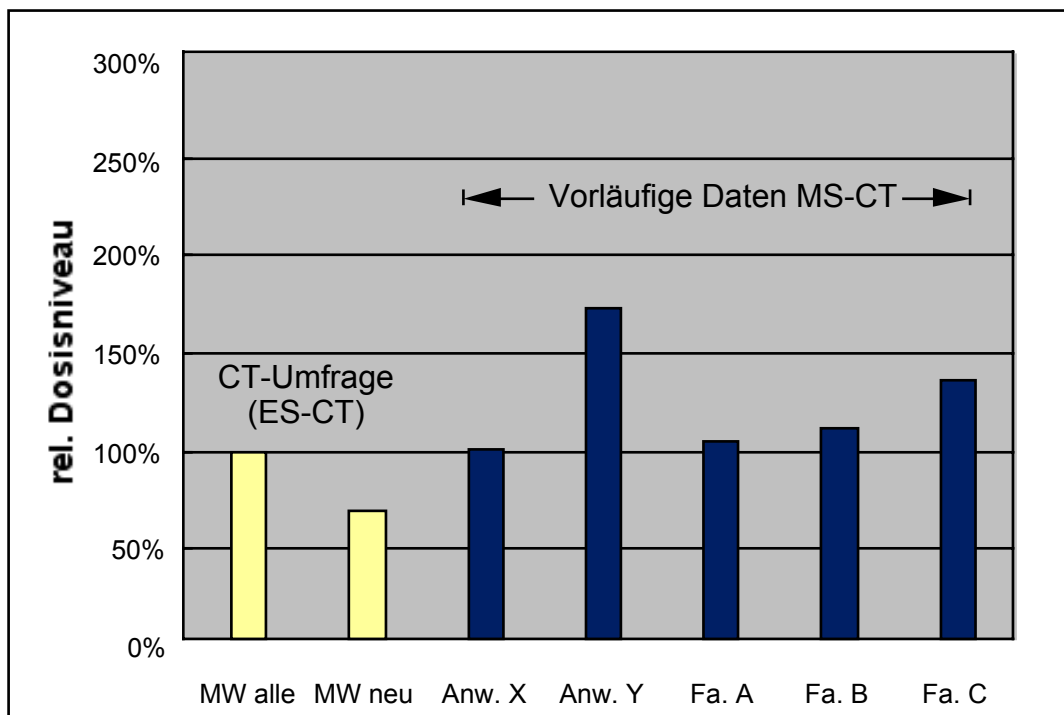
Relatives Dosisniveau (Basis: Dosislängenprodukt) der Scanprotokolle zweier MS-CT-Anwender und der Dosisempfehlungen dreier Gerätehersteller im Vergleich zum durchschnittlichen Niveau aller Umfrageteilnehmer. Gegenüber Anwendern mit neueren ES-CT-Geräten (MW neu) ist das Dosisniveau der MS-CT-Protokolle um einen Faktor 1,5 bis 2 erhöht.
